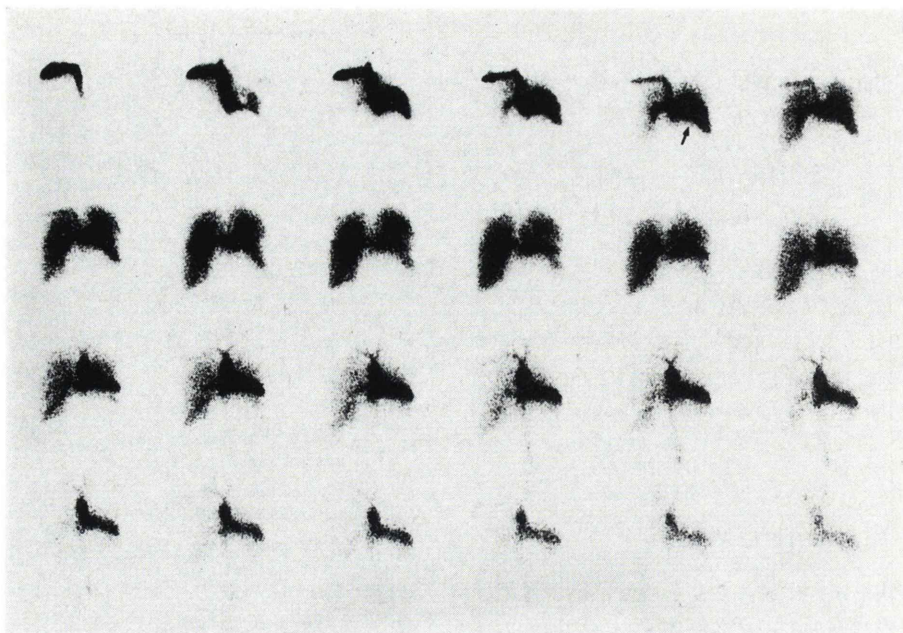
Cardiac radionuclide scintigraphy first-pass shows the heart compressed up and left side (arrow).
